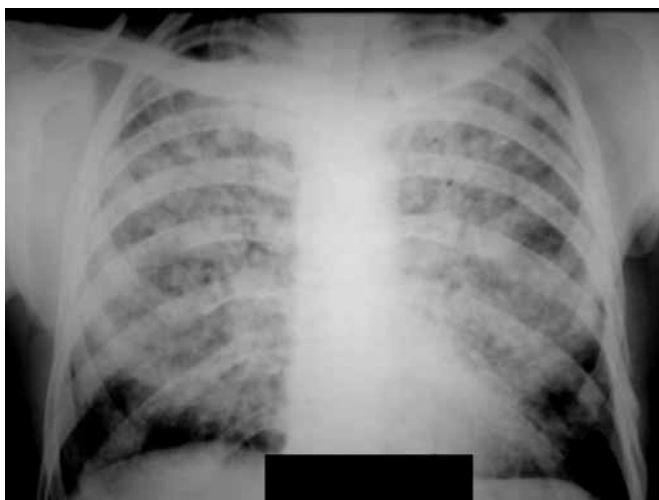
Оглядова рентгенограма хворого П., 58 років, історія хвороби № 1273. Дифузна дисемінація легень.
